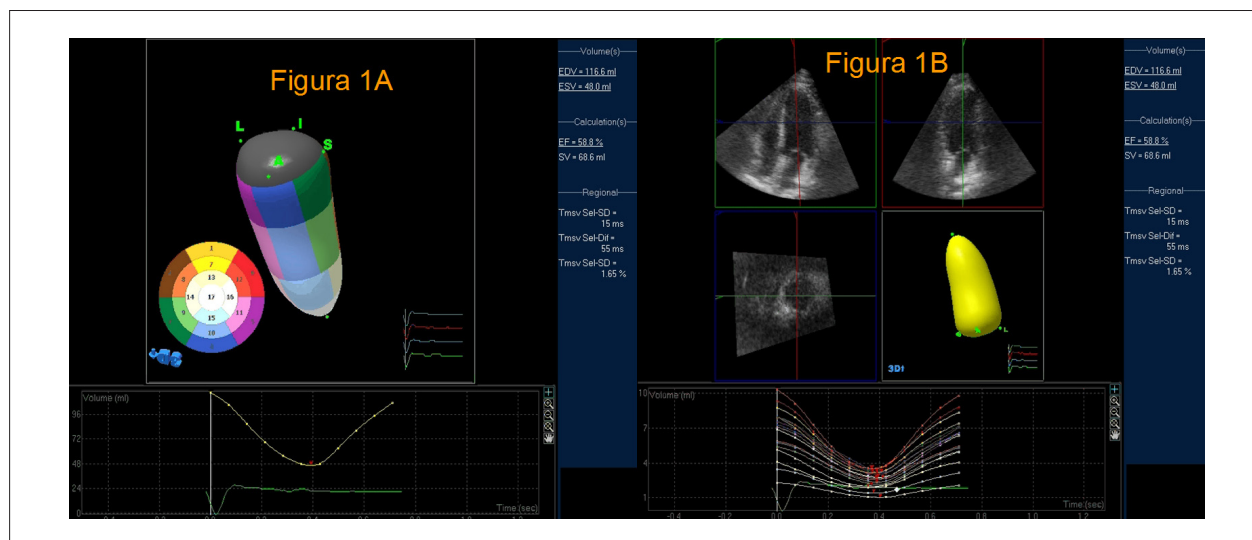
Imagen de ecocardiografía tridimensional de ventrículo izquierdo (modelo de 17 segmentos, fig.1A), con la apuración de los volúmenes ventriculares y de la fracción de eyección. La apuración de los volúmenes y de la fracción de eyección se averiguó desde la ecocardiografía bidimensional (fig.1B) analizada en múltiples planes de observación.
